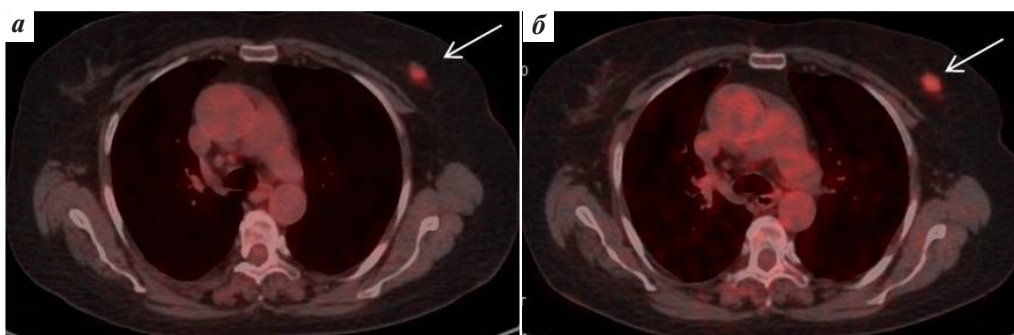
Совмещенная с компьютерной томографией позитронно-эмиссионная томография с фтордезоксиглюкозой, меченной ^{18}F , аксиальный срез грудной клетки: а – исследование до начала неoadъювантной химиотерапии, стрелкой обозначено гиперметаболическое образование в левой молочной железе (T1N0M0), $\text{SUV}_{\text{max}} = 3,24$; б – исследование после 6 курсов неoadъювантной химиотерапии, сохраняется ранее выявленное гиперметаболическое образование, $\text{SUV}_{\text{max}} = 3,04$, по результатам комплексного обследования – стабилизация
